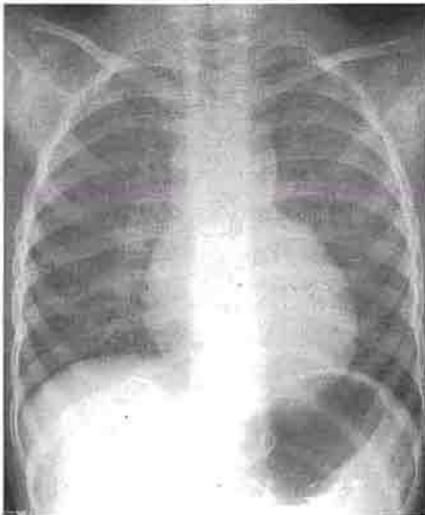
Radiografía de una niña con transposición de los grandes vasos corregida con comunicación interventricular. Lo más característico es la ausencia de arteria pulmonar (ausencia del segundo arco que está sustituido por una concavidad). La aorta se identifica bien formando el borde superior izquierdo de la silueta cardíaca. Plétora pulmonar.
